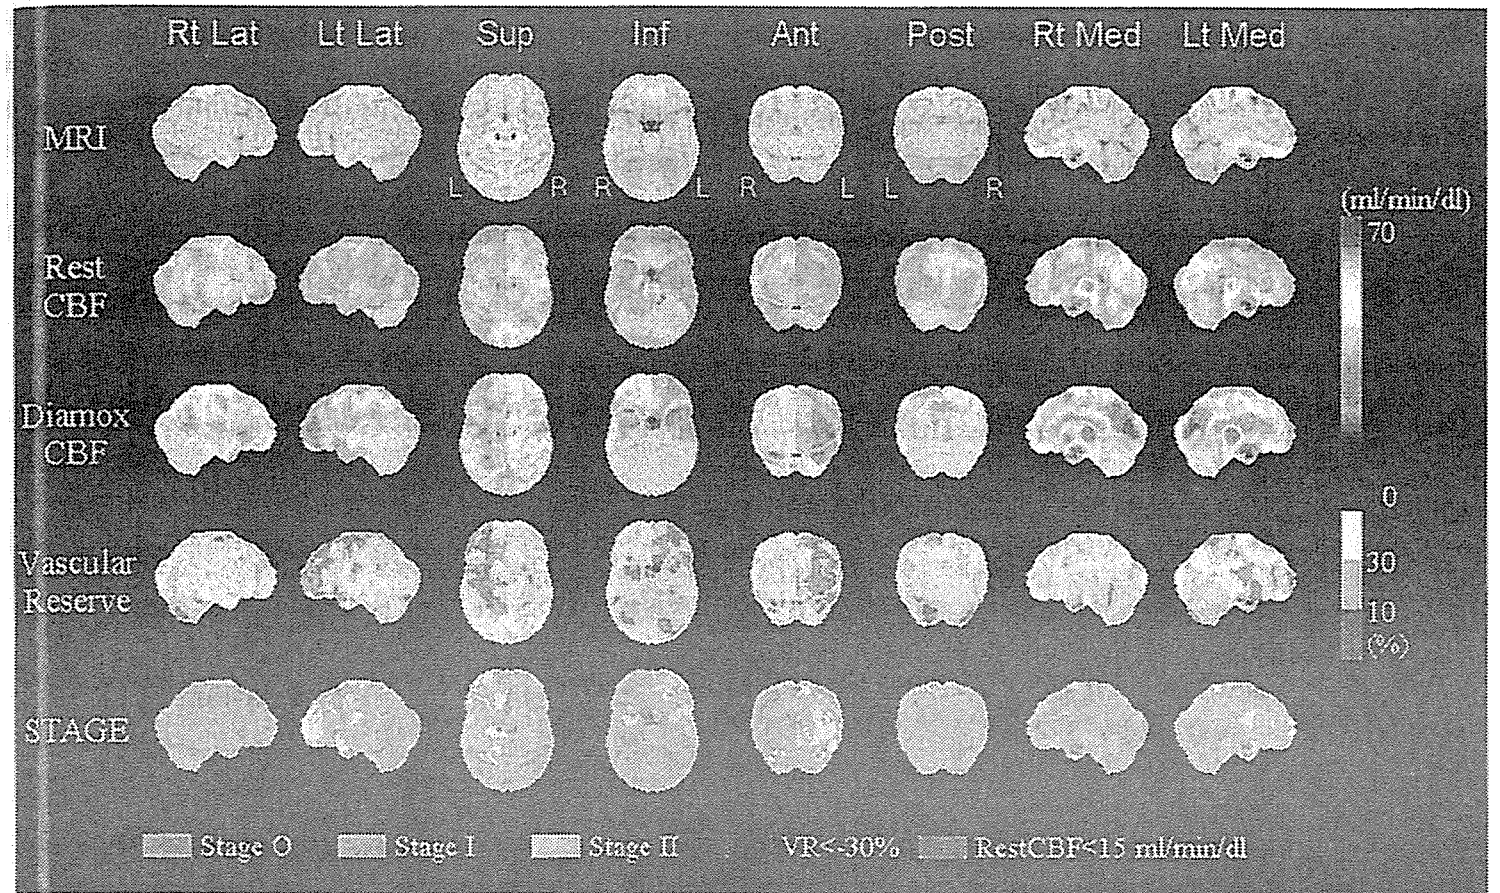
図 4-9 の症例での術後脳血流 SPECT の SEE 解析
